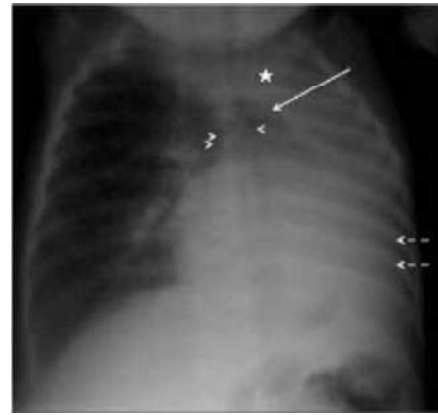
Radiographie thoracique de face chez un nourrisson de 37 jours. Elle objective une opacité de l'hémi-champ gauche sans déviation du médiastin (étoile) avec une hyper-expansion et hernie médiastinale du poumon droit (flèche), une absence de visualisation de la bronche souche gauche (tête de flèche) et un pincement des espaces intercostaux gauches (flèches en tiret). A noter une bronche souche droite continue, normale (double têtes de flèche)
